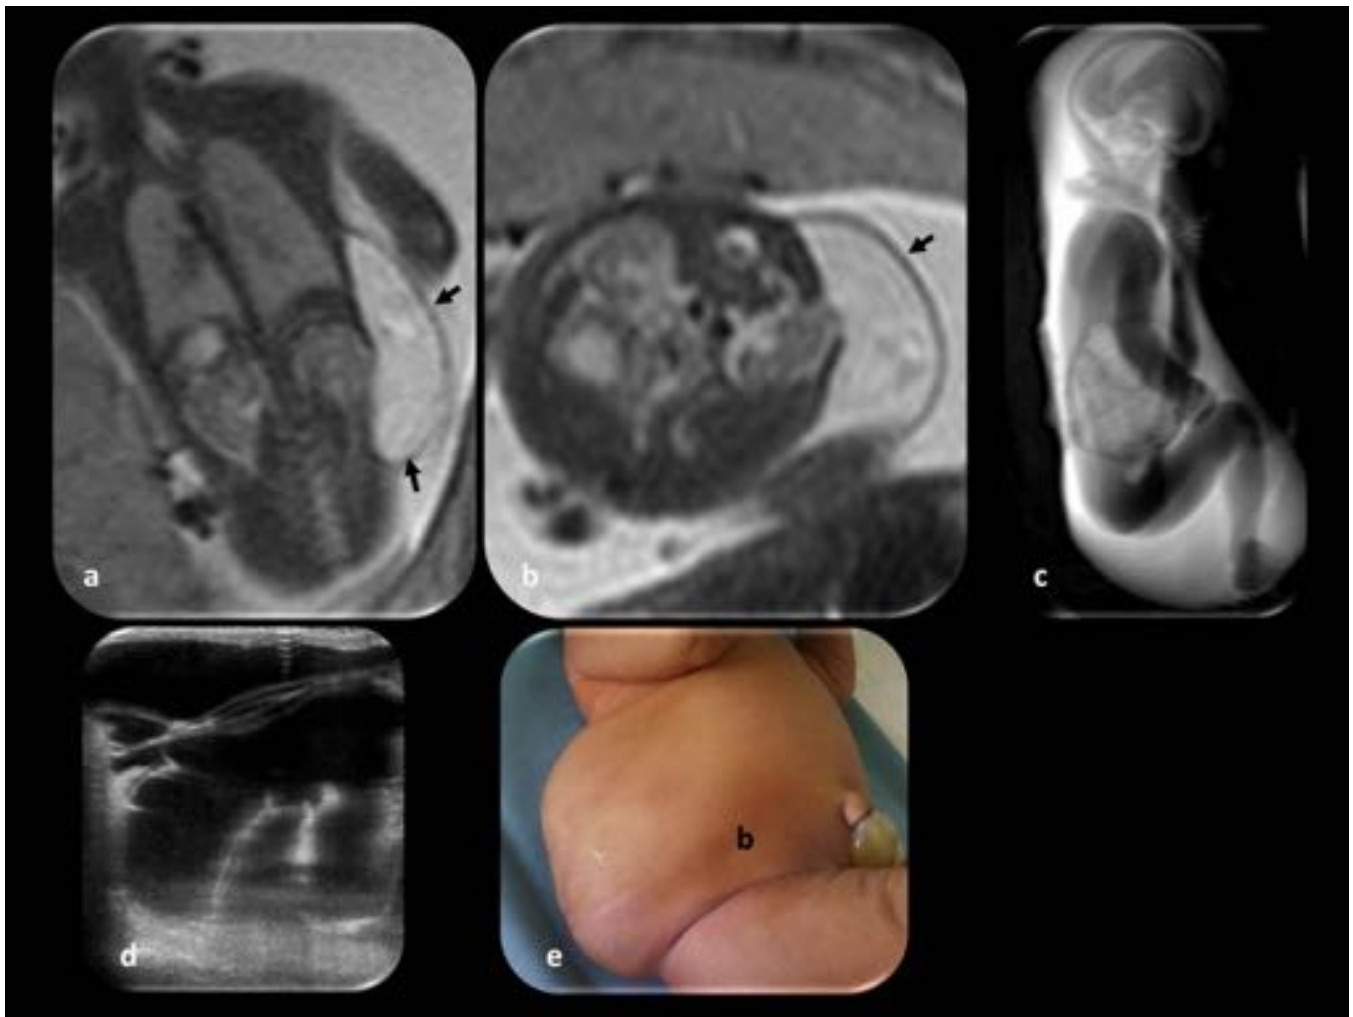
Linfangioma tóraco-abdominal. Feto de 26 semanas de gestación. (a y b) Imágenes RM coronal y axial: lesión hiperintensa polilobulada en la pared torácica que se extiende hacia el abdomen (flechas); no parece afectar las estructuras intratorácicas. (c) La imagen RM sagital volumétrica muestra la lesión. (d) La ecografía postnatal muestra una lesión anecoica polilobulada. (e) Fotografía después del nacimiento.
